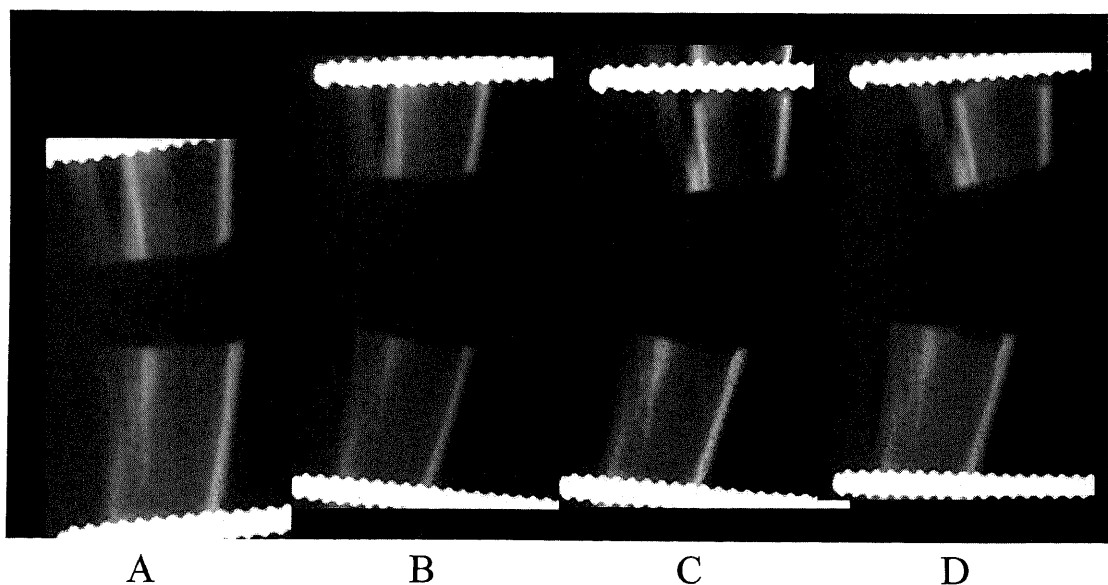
Radiographs of tibiae from 20 Gy irradiation group. (A) After 14 days of distraction. (B) After 28 days of distraction. (C) 14 days after completion of distraction. (D) 28 days after completion of distraction. The radiographs showed little regeneration until the 28 days after completion of distraction.
